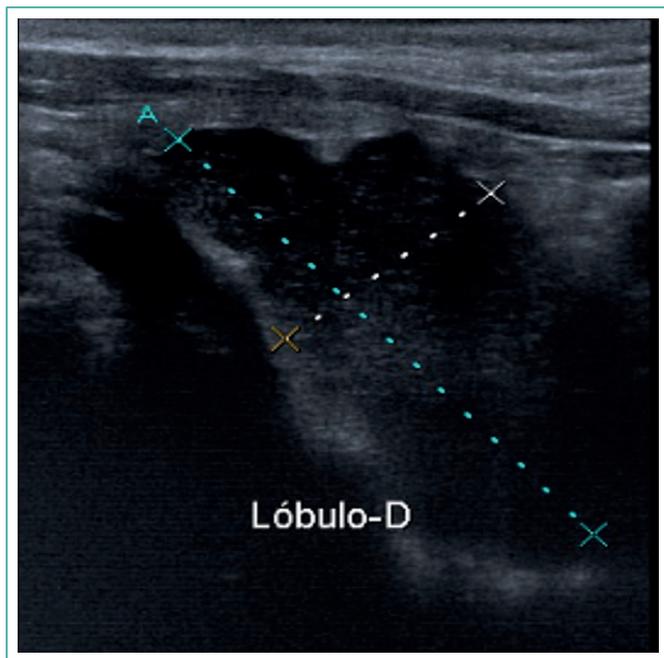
Ultrasonografía cervical. Imagen hipoeica de 55*23 mm.
